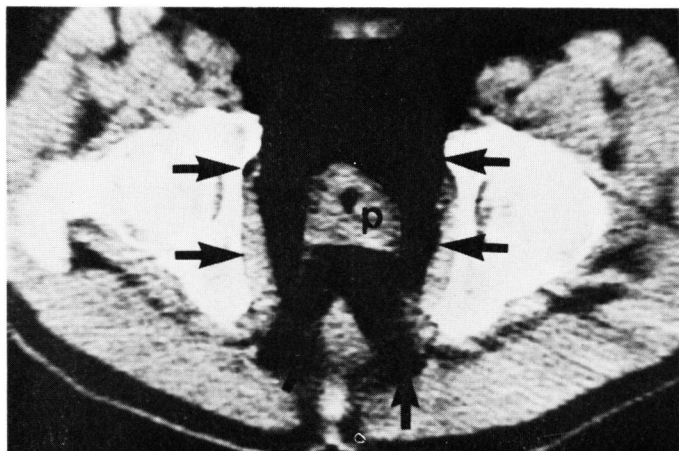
同症例の前立腺 (P) の腹臥位気体注入 CT 像。前立腺周囲に気体の侵入を認める (矢印)。
